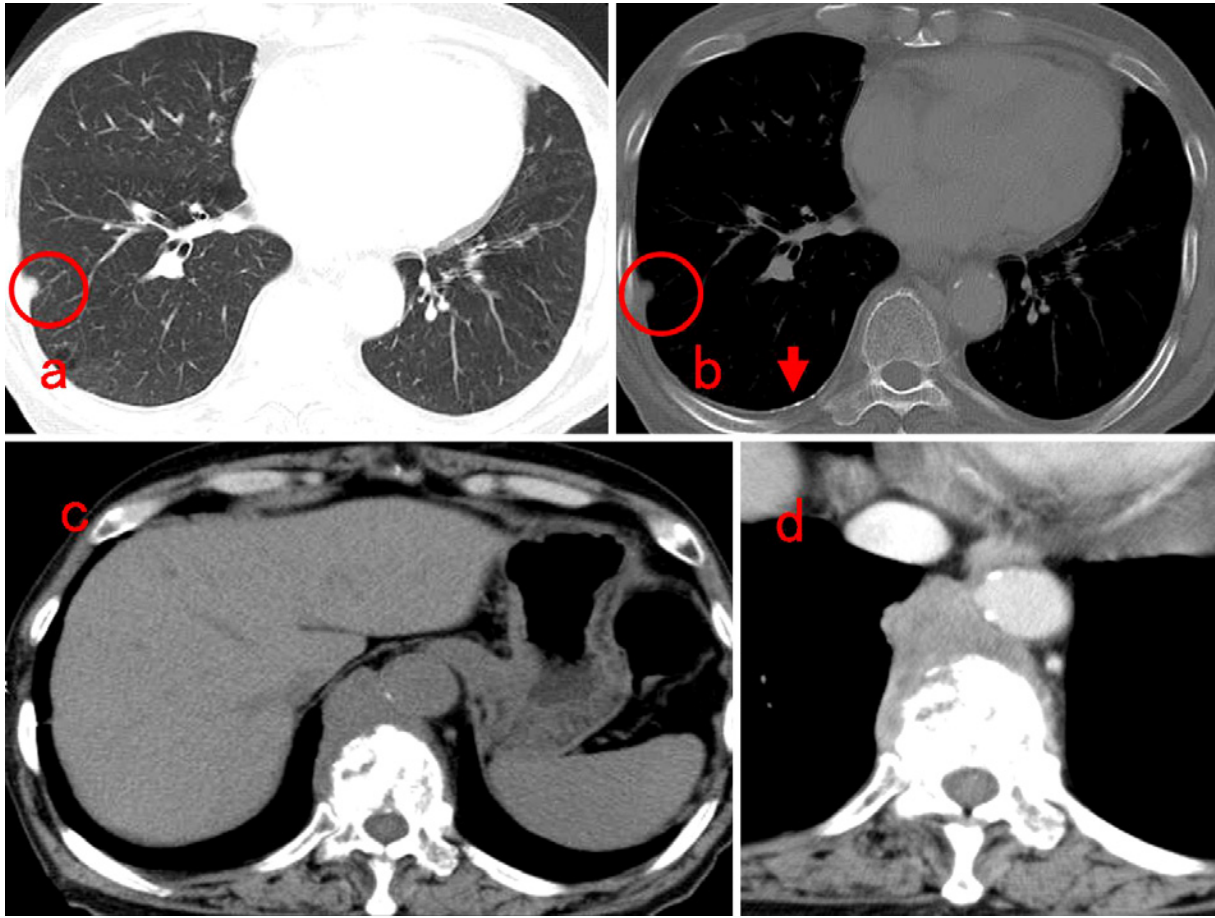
Chest CT scan obtained on admission showing a nodule in the right peripheral pleura (a, b), with calcification of the right pleura (arrow) and a posterior mediastinal mass (c, d).
